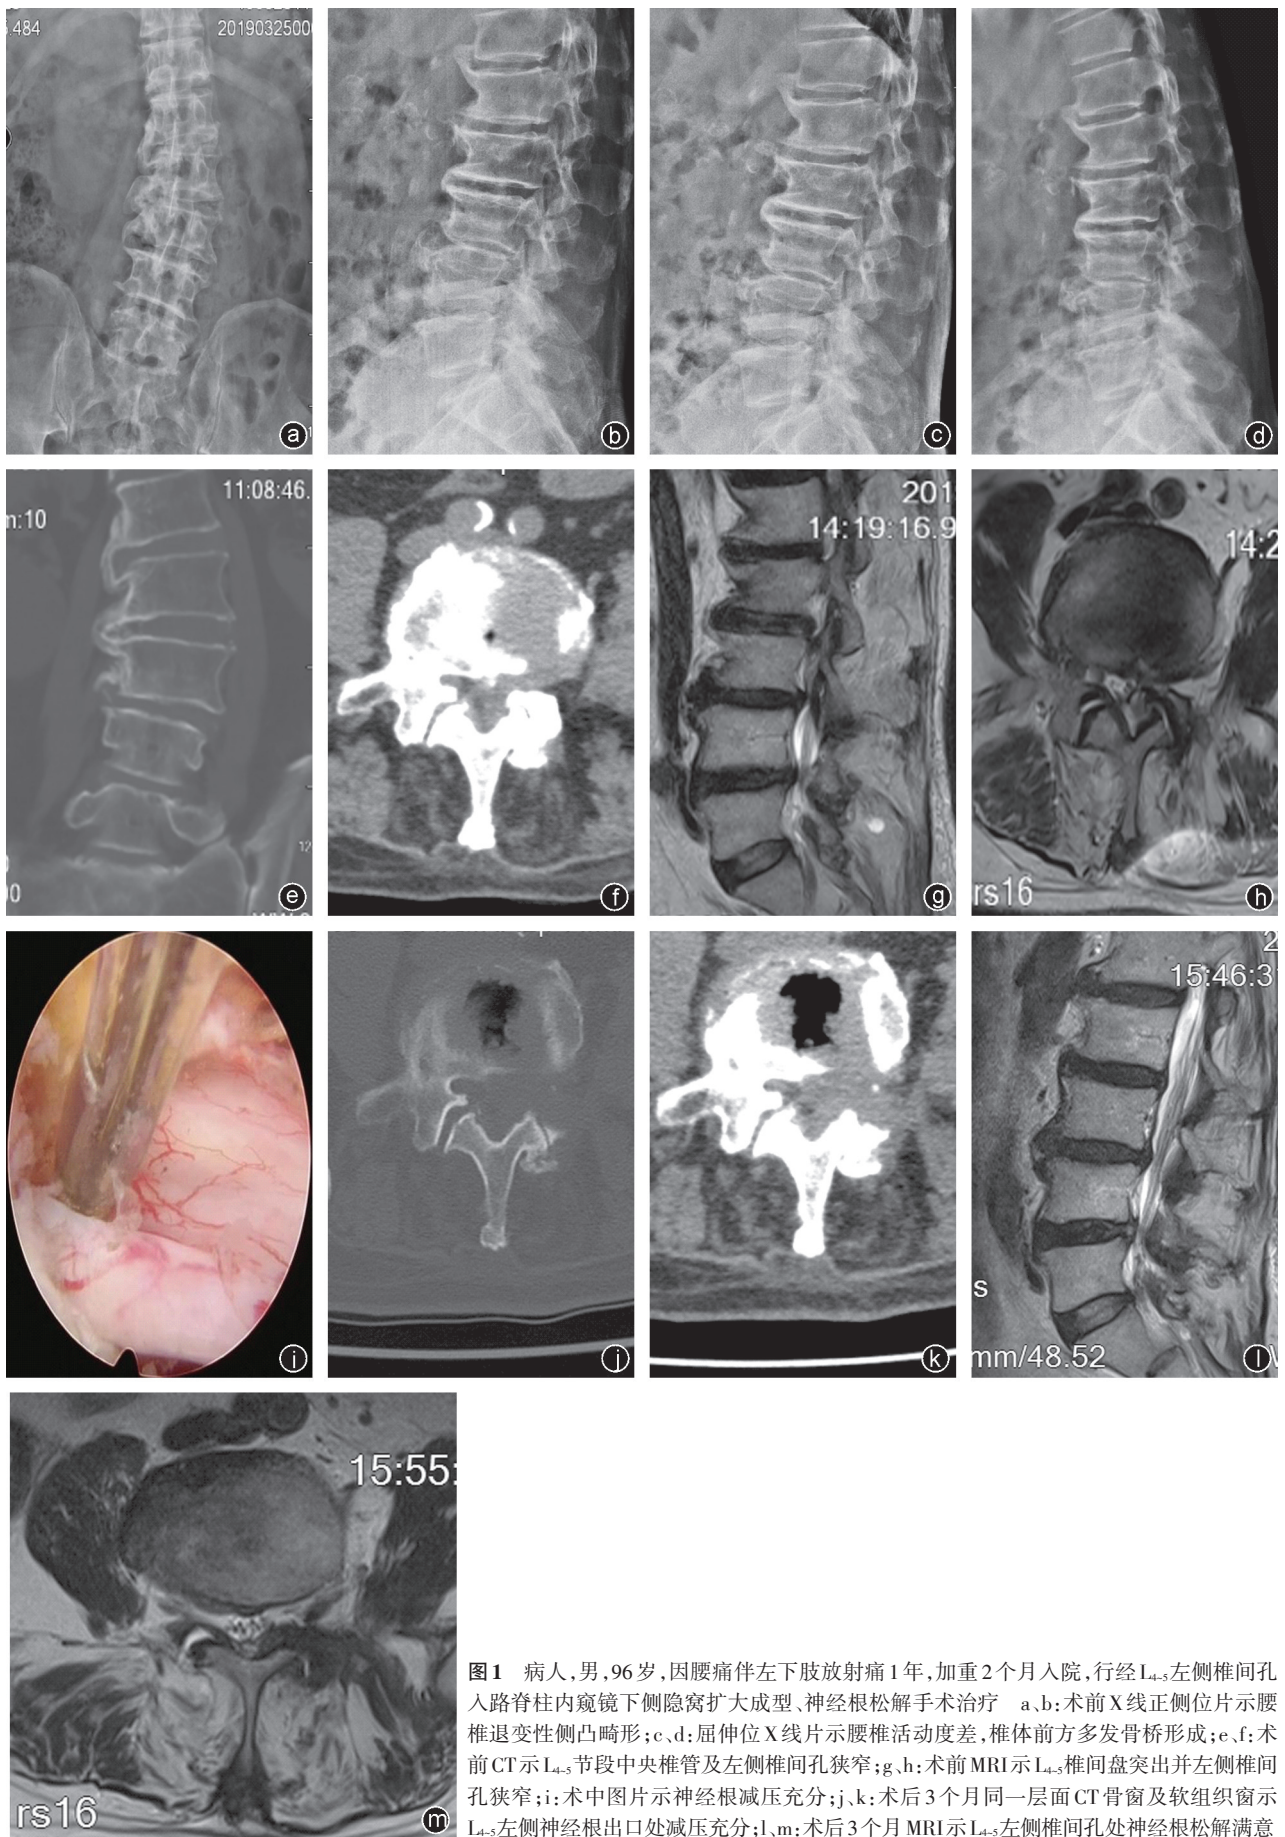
病人,男,96岁,因腰痛伴左下肢放射痛1年,加重2个月入院,行经L₄₋₅左侧椎间孔入路脊柱内镜下侧隐窝扩大成型、神经根松解手术治疗 a、b:术前X线正侧位片示腰椎退变性侧凸畸形;c、d:屈伸位X线片示腰椎活动度差,椎体前方多发骨桥形成;e、f:术前CT示L₄₋₅节段中央椎管及左侧椎间孔狭窄;g、h:术前MRI示L₄₋₅椎间盘突出并左侧椎间孔狭窄;i:术中图片示神经根减压充分;j、k:术后3个月同一层面CT骨窗及软组织窗示L₄₋₅左侧神经根出口处减压充分;l、m:术后3个月MRI示L₄₋₅左侧椎间孔处神经根松解满意
